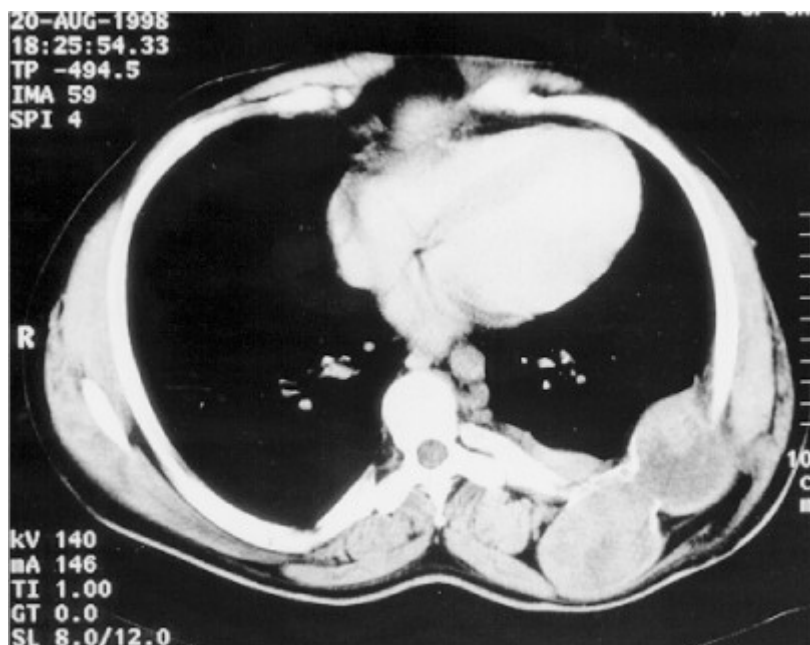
Tomografia computadorizada de tórax com tumorações na parede torácica posterior esquerda
